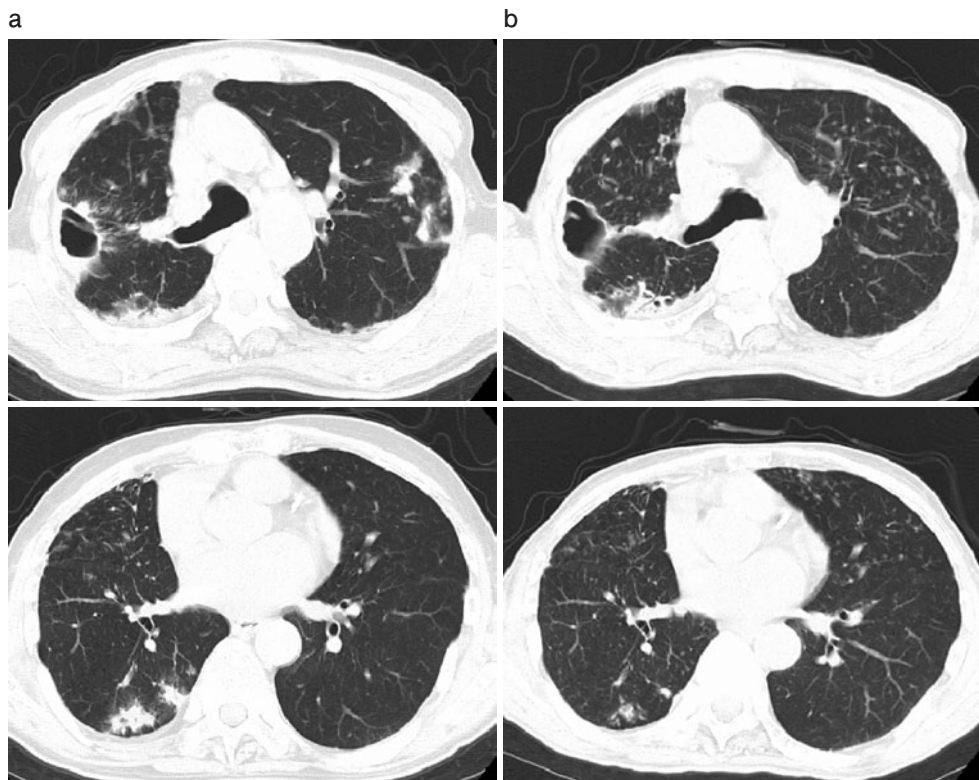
胸部CT。(a) 右上葉に壁の厚い空洞性病変を認め、周囲に粒状影・結節影が散在している。右下葉・舌区には気道散布性に広がる小葉中心性粒状影や結節影を認める。(b) 右上葉の空洞性病変の壁は非薄化し、右下葉・舌区の粒状影や結節影は消退傾向にある。
